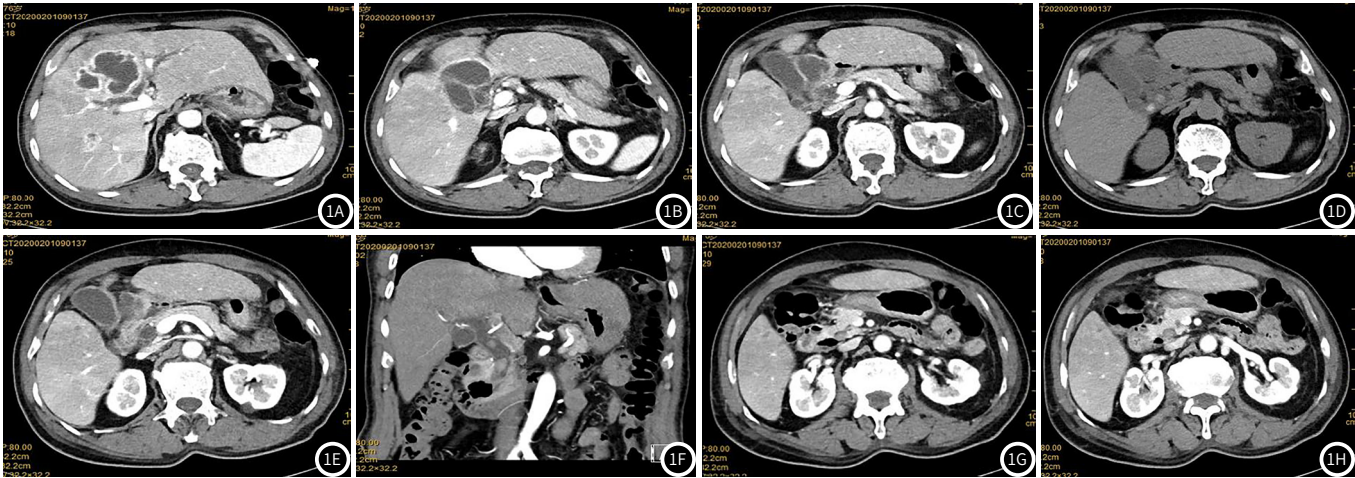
患者，男，76岁，主诉：自诉约1周前无明显诱因出现畏寒、发热伴上腹部疼痛。体温达39℃，无头痛头晕，无恶心呕吐，无四肢乏力等不适，于当地医疗机构行抗生素治疗，病情无明显好转，发热症状仍存在。CT示：肝内见多发结节状、团片样密度增高影，增强后边缘及其内分隔可见环形强化(图1A~图1C)；肝内外胆管明显扩张，胆总管内可见多发结节状高密度结石影，胆管壁增厚，增强可见强化(图1D~图1F)；十二指肠降段内侧壁憩室，内见积气积液，相邻胆总管扩张，密度增高结石影(图1G~图1H)。影像诊断：胆总管结石并急性化脓性胆管炎、肝脓肿。
